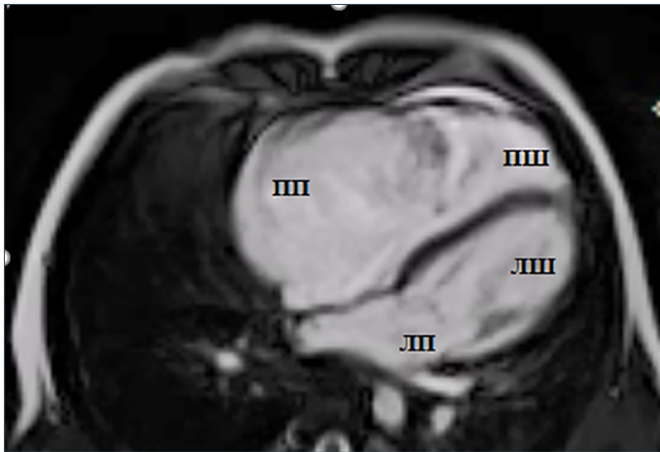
Магнітно-резонансна томографія серця
